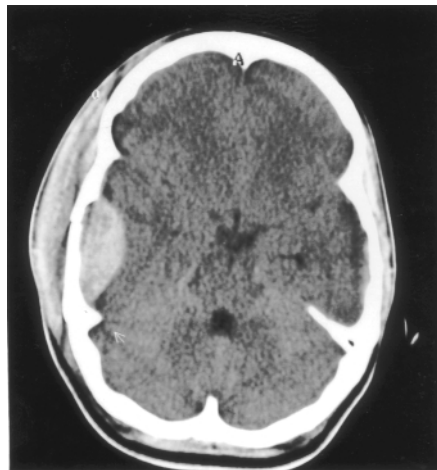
Die 18jährige Patientin beschreibt 12 Stunden nach einem leichten SHT ° 3 einen einseitig betonten Kopfschmerz mit steigender Intensität. Die durchgeführte cerebrale CT zeigt ein temporales Epiduralhämatom bei linearer Kalottenfraktur.
